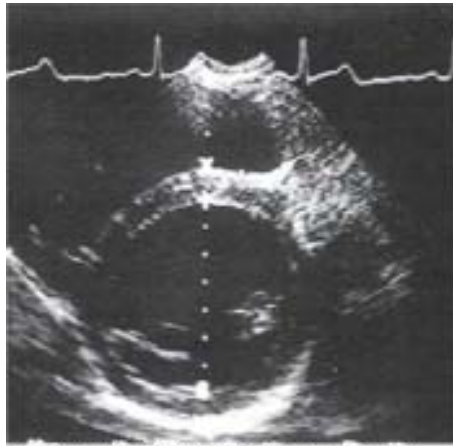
Ciclista de 18 años de Brasil. Eco 2D en plano parasternal del eje menor del ventrículo izquierdo (VI). Espesor de la pared del VI= 13 mm, Diámetro diastólico del VI= 67 mm
